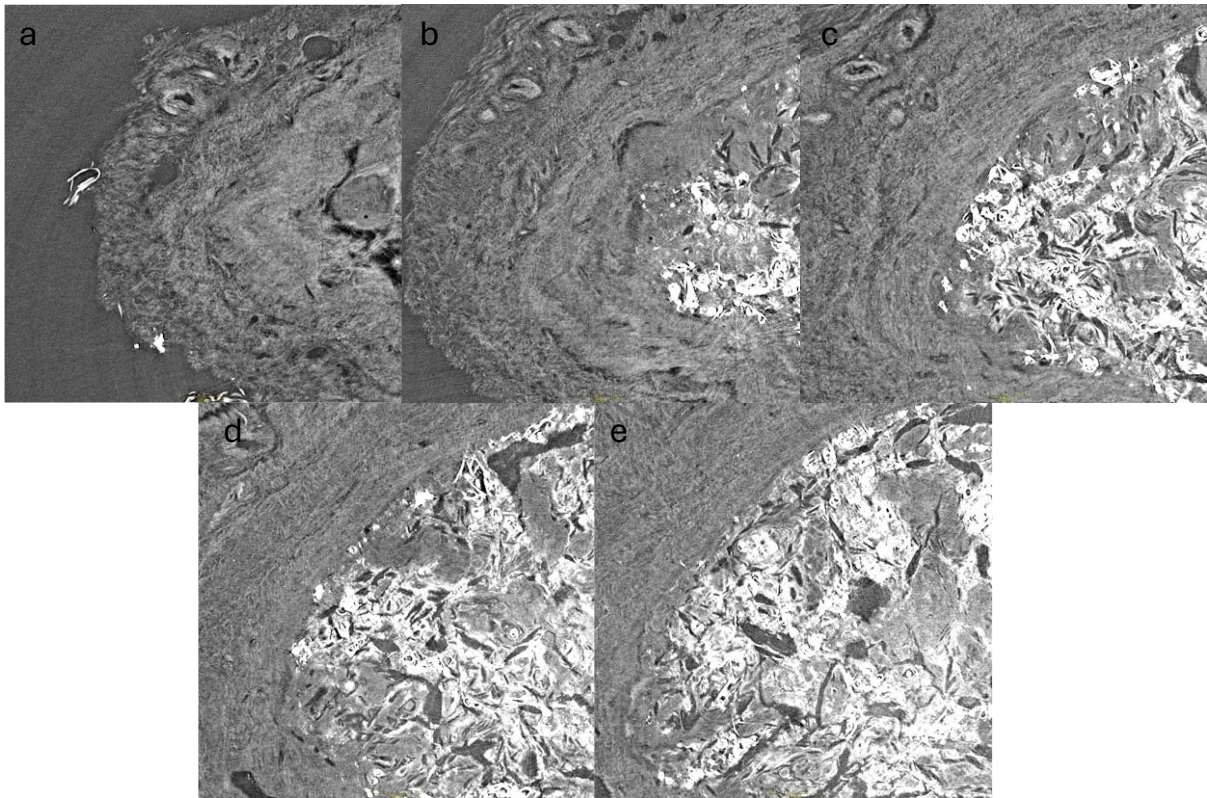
Ebenenvergleich verschiedener Ebenen in einem μ CT-Datensatz einer Tumorphobe (von a nach e). Der Abstand zwischen den Bildern zueinander betrug $487,5 \mu\text{m}$. Bei den weißen Strukturen handelt es sich um verhorntes Tumorgewebe. Zu beobachten ist, dass durch die räumliche Komponente unterschiedliche Strukturen je nach vorgedrungener Tiefe zu erkennen sind.
